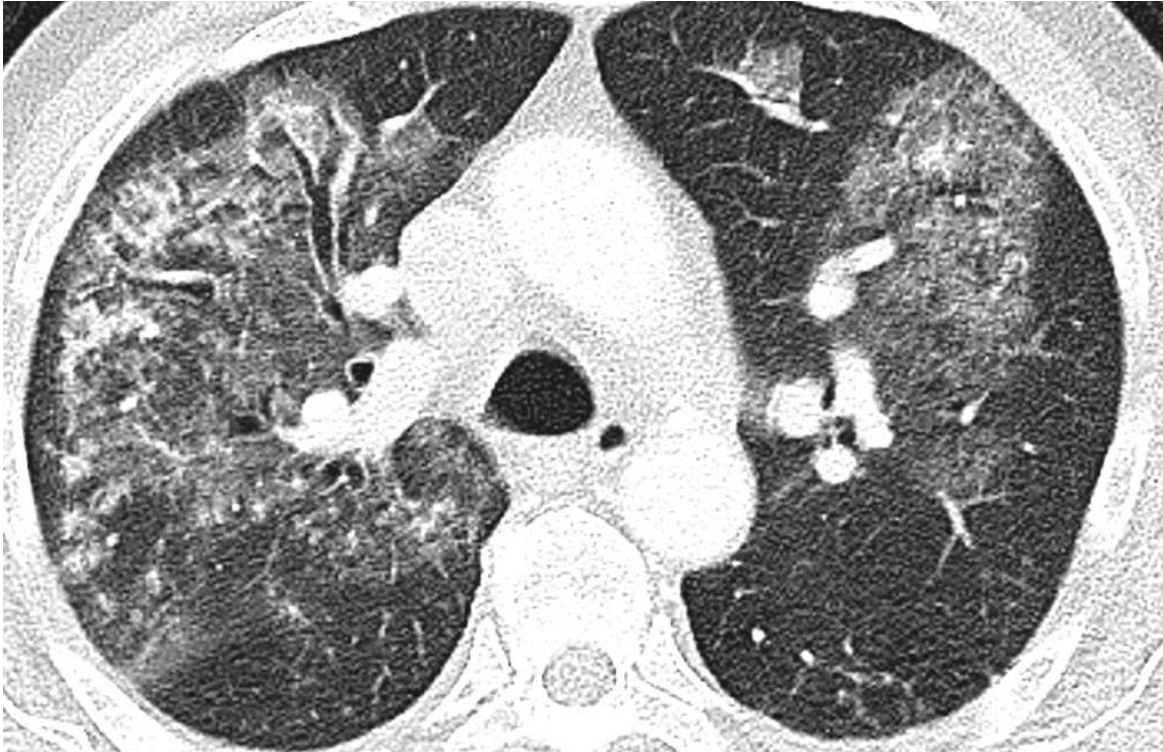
Imagen axial de TC torácica en ventana pulmonar. Opacidades bilaterales en vidrio deslustrado junto con discreto engrosamiento de septos interlobulillares. El paciente presentaba hemoptisis y el lavado broncoalveolar confirmó el diagnóstico de hemorragia alveolar difusa.
